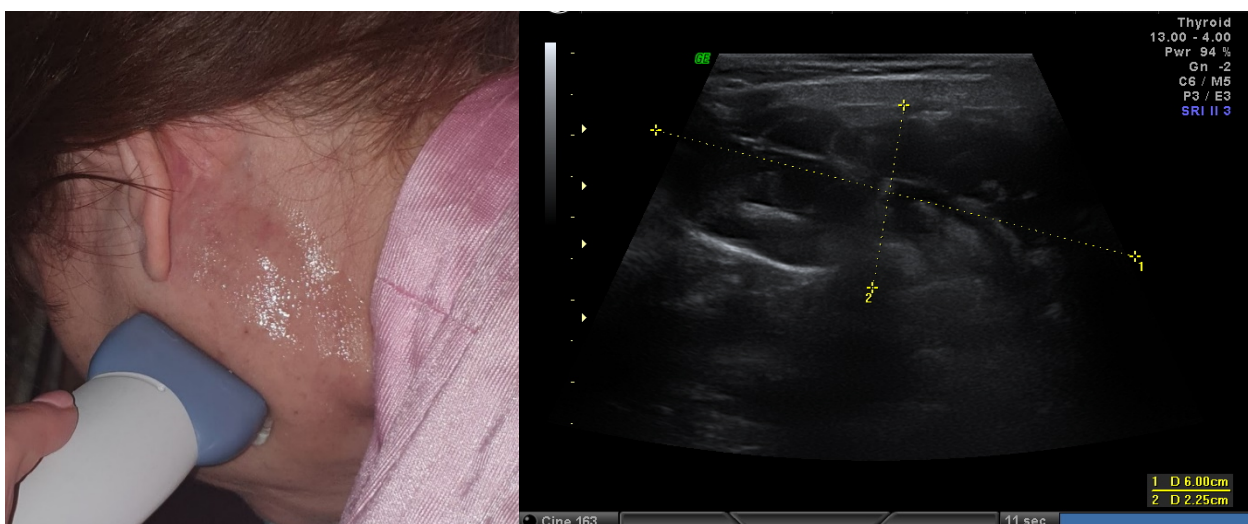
УЗИ ВМ околоушно-жевательной области
